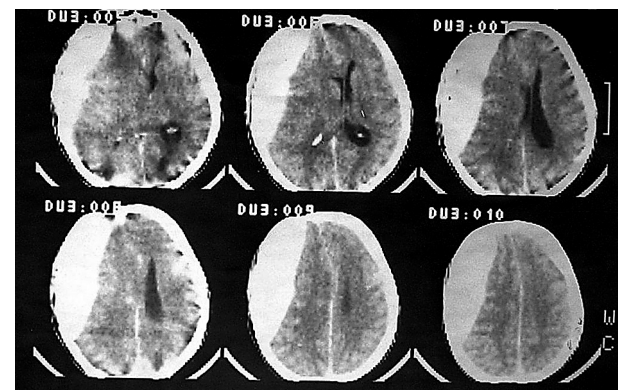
Субдуральная гематома КТ: Над левым полушарием большого мозга в лобно-теменно-височной области определяется полулунной формы с неправильным внутренним контуром, толщиной около 3,5 см очаг повышенной плотности, обусловленный острой субдуральной гематомой. Образования средней линии на 1,5 см смещены вправо. Левый боковой желудочек сдавлен, правый — расширен
